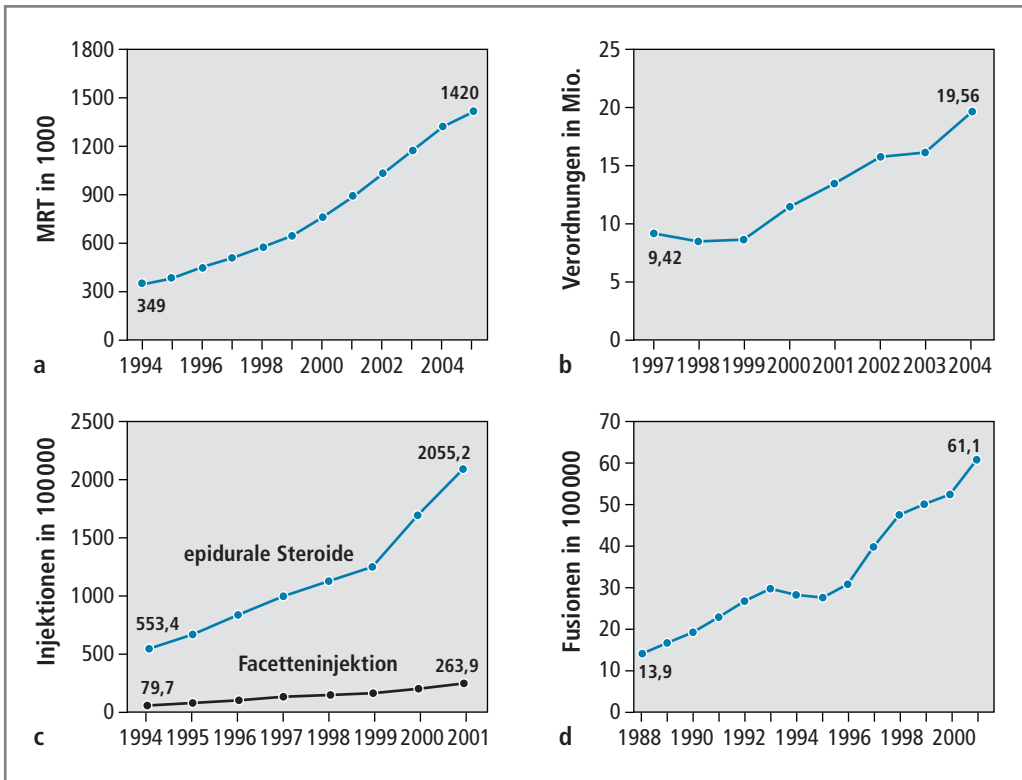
Ausweitung von Maßnahmen bei Rückenschmerzen: a Bildgebung (MRT Lendenwirbelsäule), b Opioidverschreibungen wegen Wirbelsäulenproblemen, c lumbosakrale Wirbelsäuleninjektionen und d Operationen (lumbale Fusionen) (Deyo et al. 2009). Der damals festgestellte Trend hält bis heute – und nicht nur in den USA – an.
